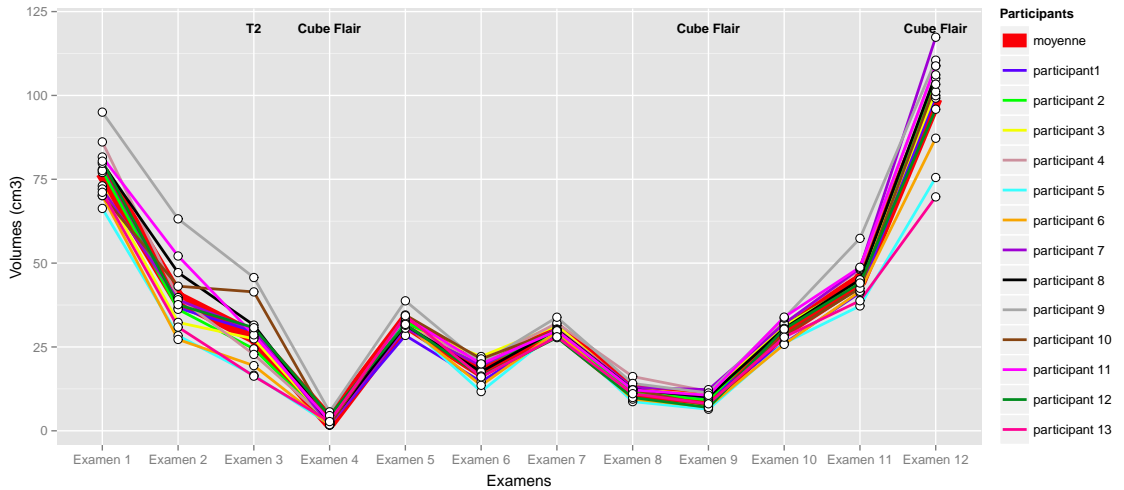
Variation du volume tumoral pour tous les participants et de la moyenne des volumes en fonction des examens IRM.
